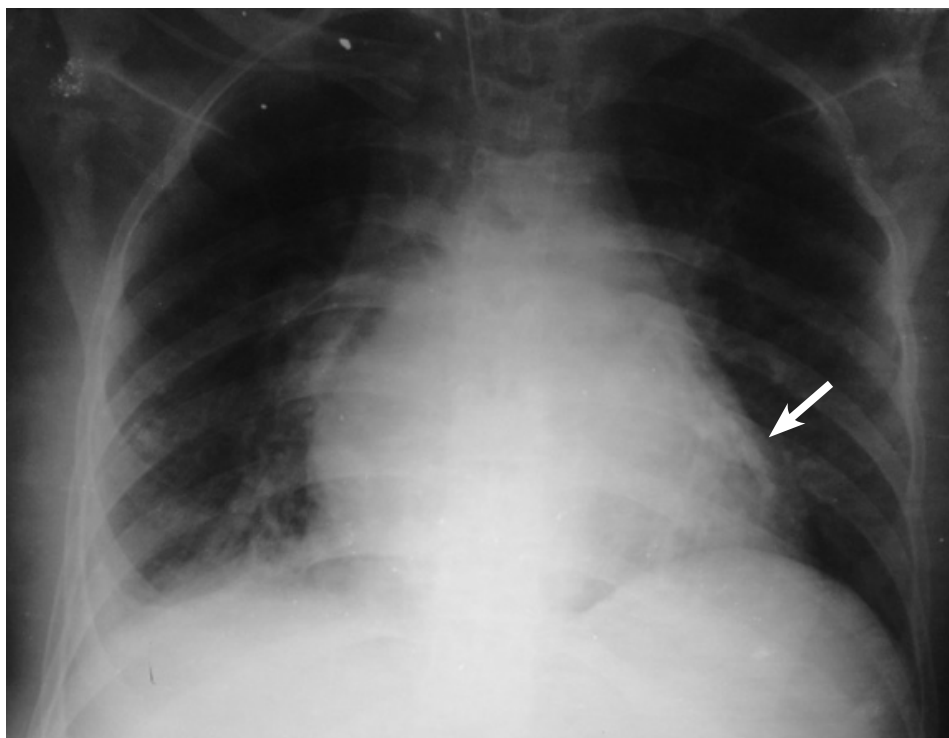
Рентгенография сердца. Отложение солей кальция (стрелка)
